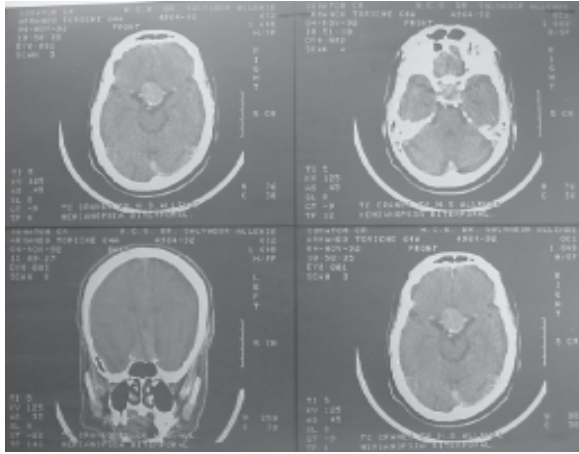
Tomografía axial computarizada. Tumor de la hipófisis.
